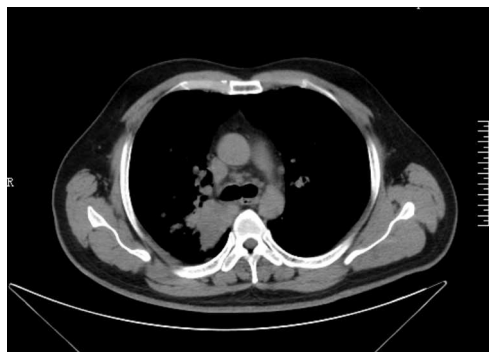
胸部CT骨窗示右肺上叶占位影, 最大截面约为 $58.39 \text{ mm} \times 47.21 \text{ mm}$ (2017年6月18日)
